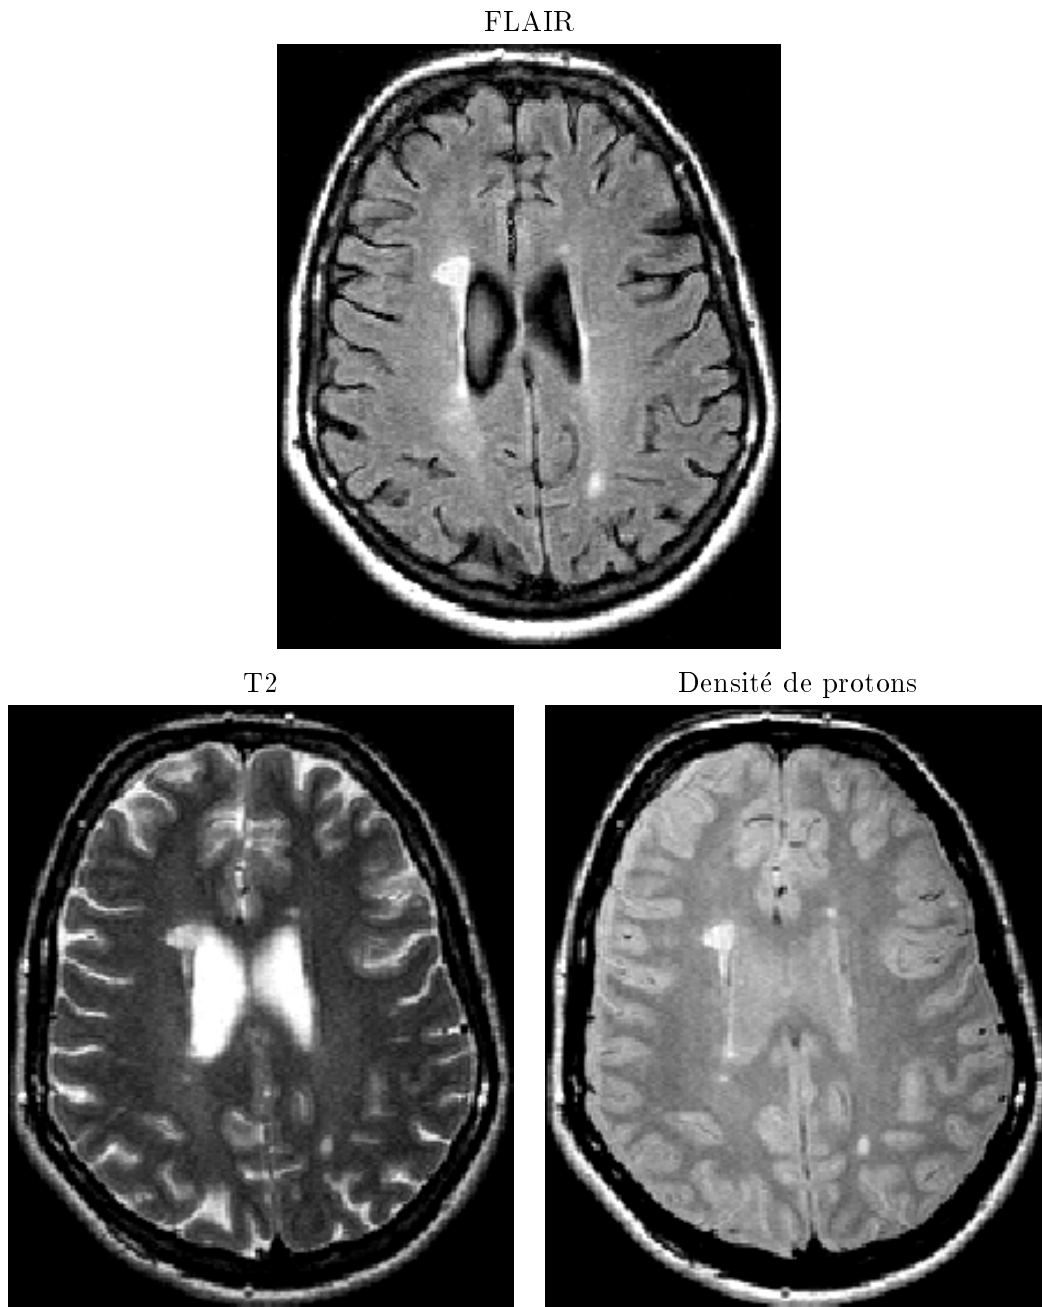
Dans certaines images pondérées en T2, ou en densité de protons, il peut être difficile de distinguer les lésions proches des ventricules ; l'IRM FLAIR (fluid attenuation inversion recovery) permet d'atténuer le signal des fluides, et notamment celui du liquide céphalo rachidien contenu dans les ventricules mais pas celui des lésions jeunes que l'on voit alors beaucoup mieux.
